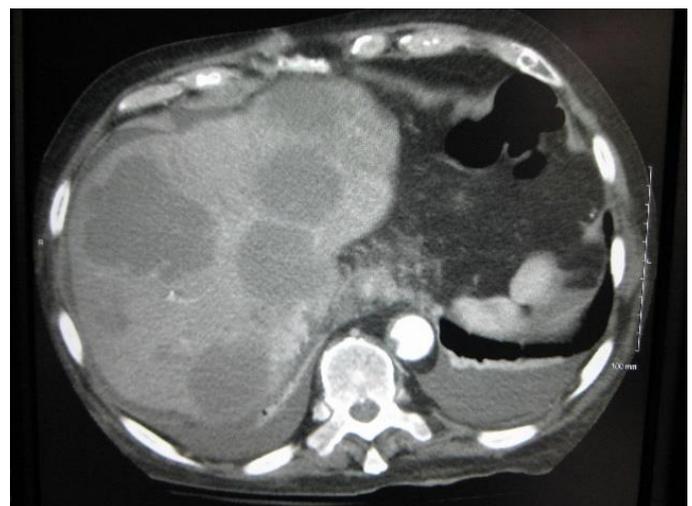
Metástases hepáticas na tomografia computadorizada de abdome.
